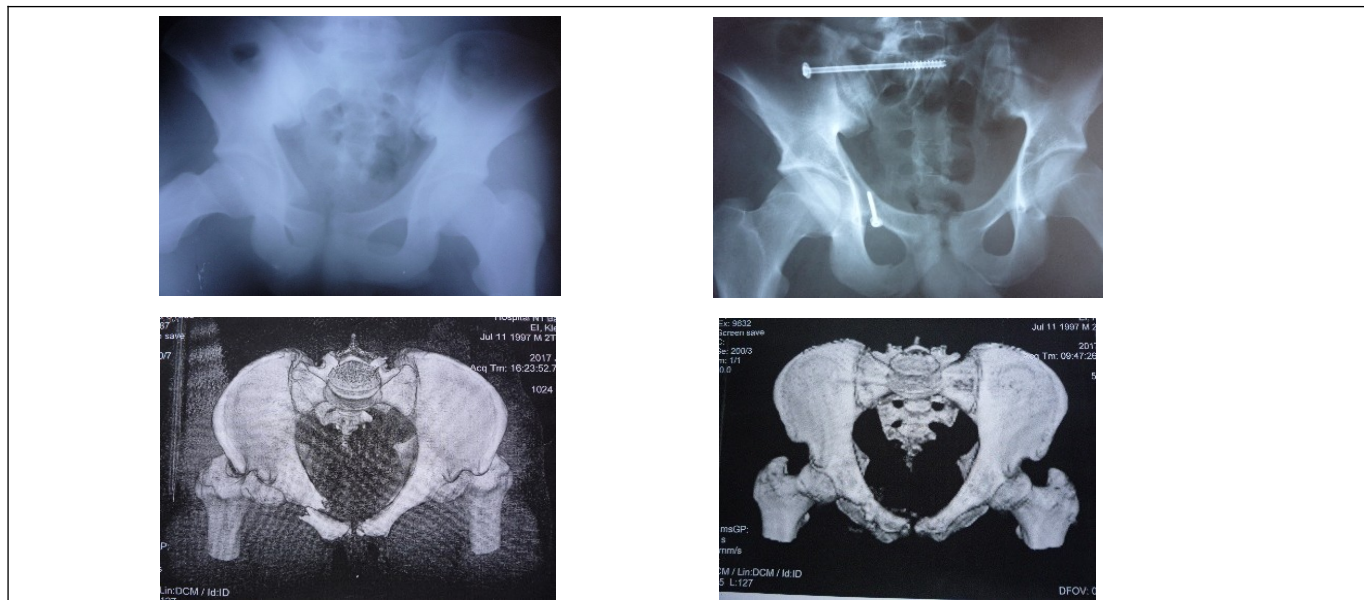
Рентгенограммы и компьютерная 3D-реконструкция таза п-та К. Верхний ряд - рентгенограммы до и после операции, нижний ряд – 3D-реконструкции таза до и после операции.
